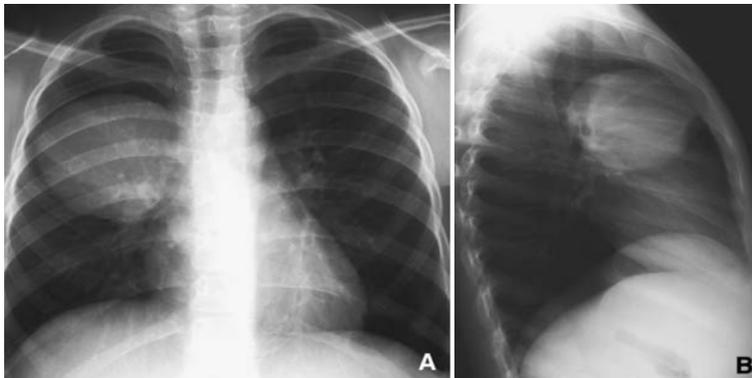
Radiographie thoracique de face (A) et de profil (B): Opacité de tonalité hydrique homogène bien limitée, réalisant l'aspect en boulet de canon, localisée au niveau du lobe supérieur droit en rapport avec un KH une EK non compliqué.
